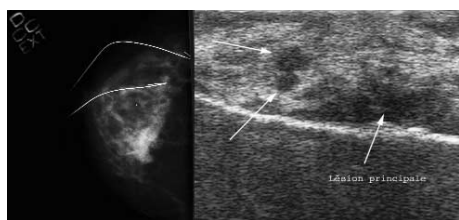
Repérage par fil métallique des lésions supplémentaires et échographie de la pièce permettant de confirmer la présence des trois foyers tumoraux dans le spécimen chirurgical.
